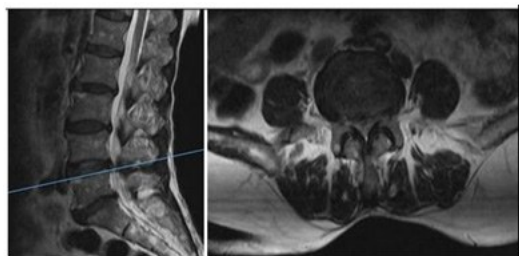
腰椎 MRI:L<sub>4/5</sub> 腰椎间盘突出症
